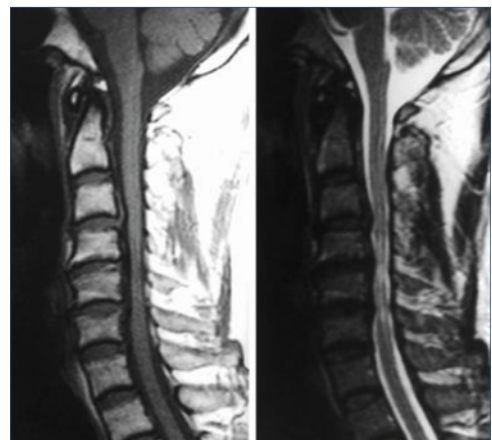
Imágenes obtenidas mediante resonancia magnética (T1 y T2), en las que se aprecian cambios en la señal sugestivos de afectación de la médula espinal.
